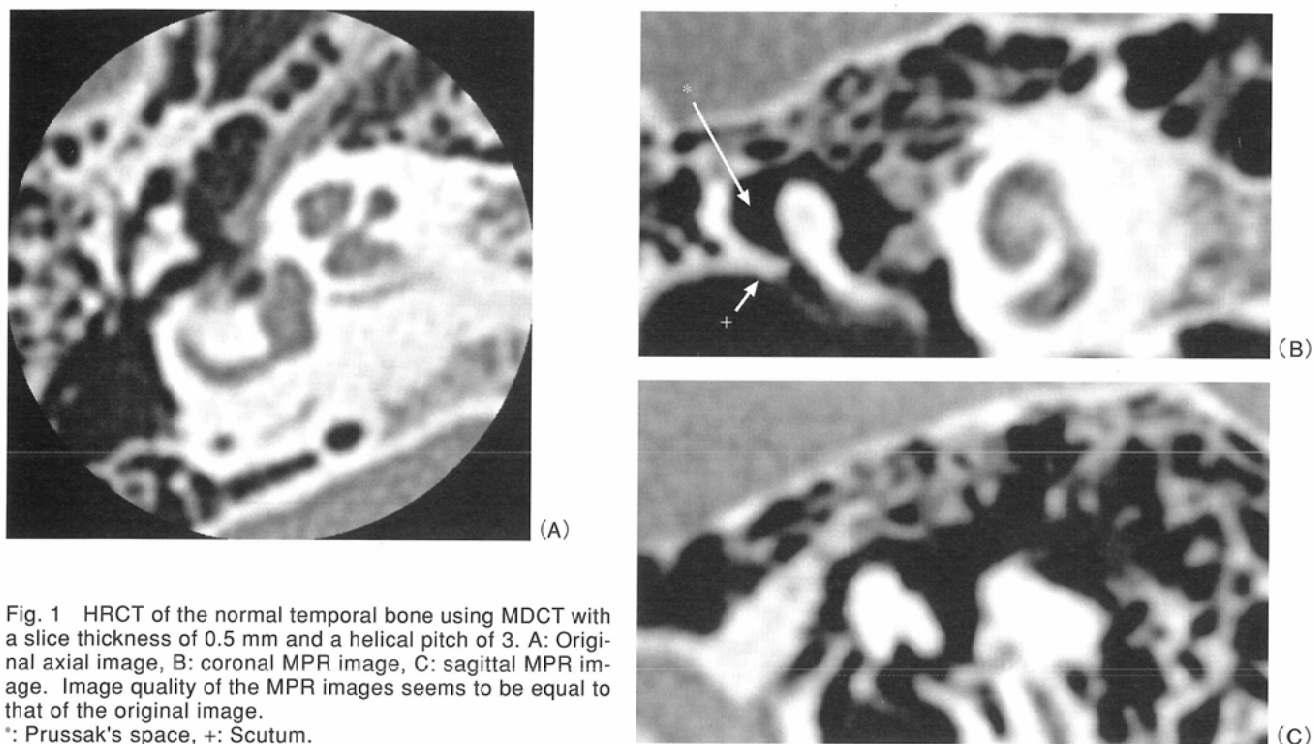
HRCT of the normal temporal bone using MDCT with a slice thickness of 0.5 mm and a helical pitch of 3. A: Original axial image, B: coronal MPR image, C: sagittal MPR image. Image quality of the MPR images seems to be equal to that of the original image.
